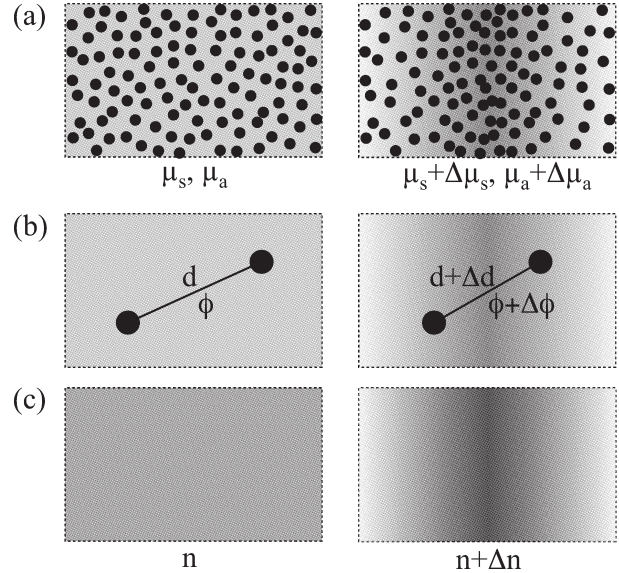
光散乱体内部における光と超音波の相互作用.
